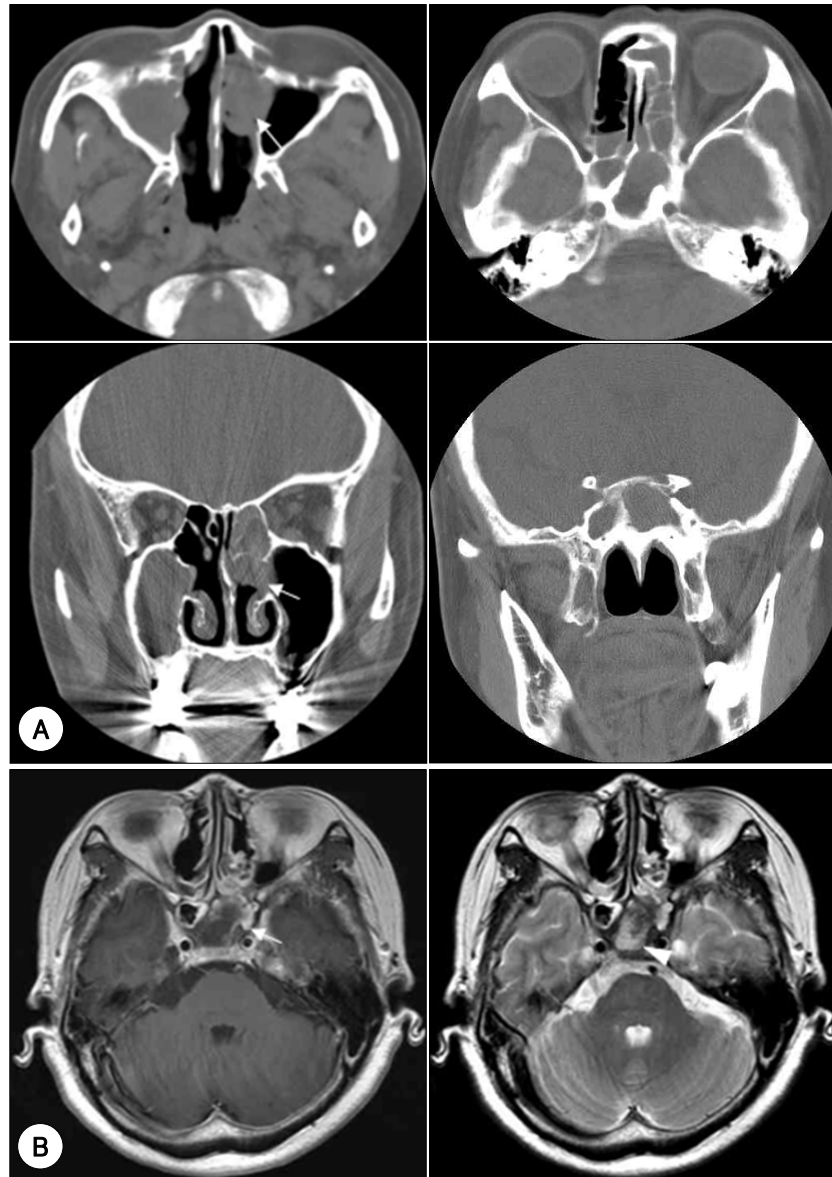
Preoperative paranasal CT (A) and brain MRI (B) 2 years ago. A : Paranasal CT images show soft tissue density in left nasal cavity, ethmoid and sphenoid sinus. The bony wall of sphenoid sinus had thick sclerotic changes. It was confirmed that the nasal cavity mass (arrow) is fungal ball. B : T1-weighted Gd-enhanced brain MRI (Left) shows central low signal intensity with peripheral enhancement in sphenoid sinus (arrow), and T2-weighted brain MRI (Right) demonstrates central low-signal with peripheral high signal intensity in sphenoid sinus (arrow head). It may be consistent with fungal sinusitis.
